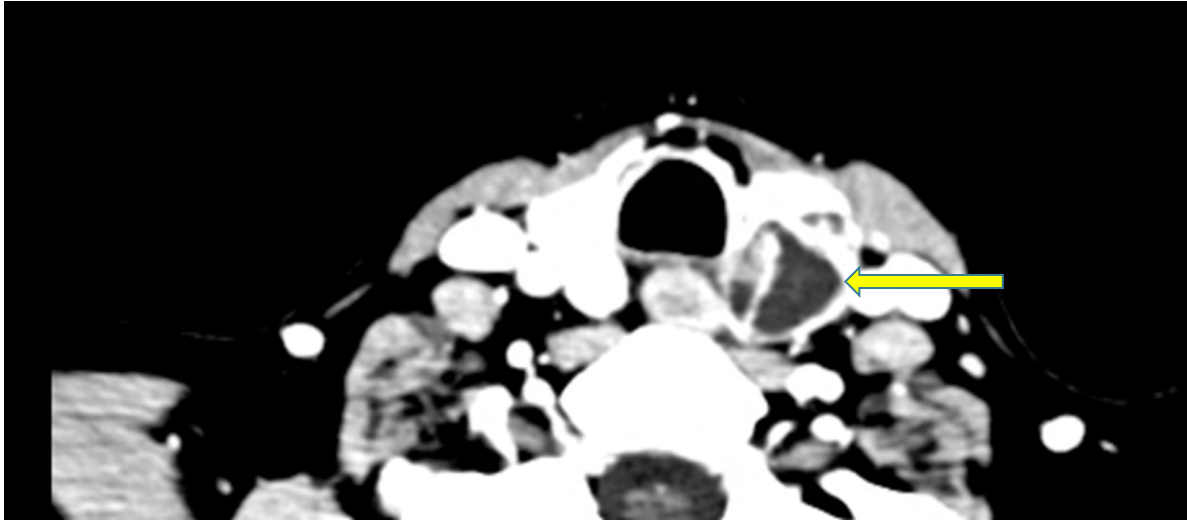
Corte axial de TAC de cuello, con fase sin contraste y contrastada
